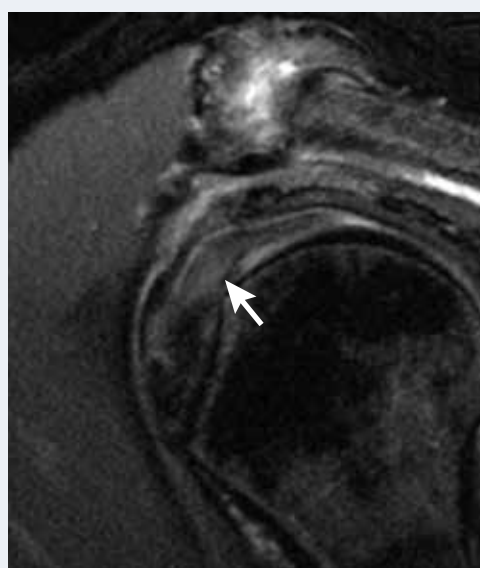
Signe du déplacement inférieur du tendon du long biceps (flèche) sur une coupe sagittale en IRM signant une instabilité bicipitale. Noter également l'augmentation de volume et de signal du tendon.
